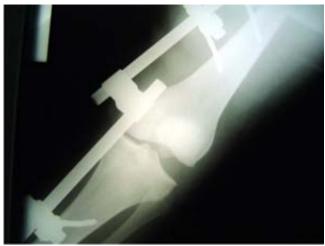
Radiografía anteroposterior de rodilla izquierda después de la fijación externa.
